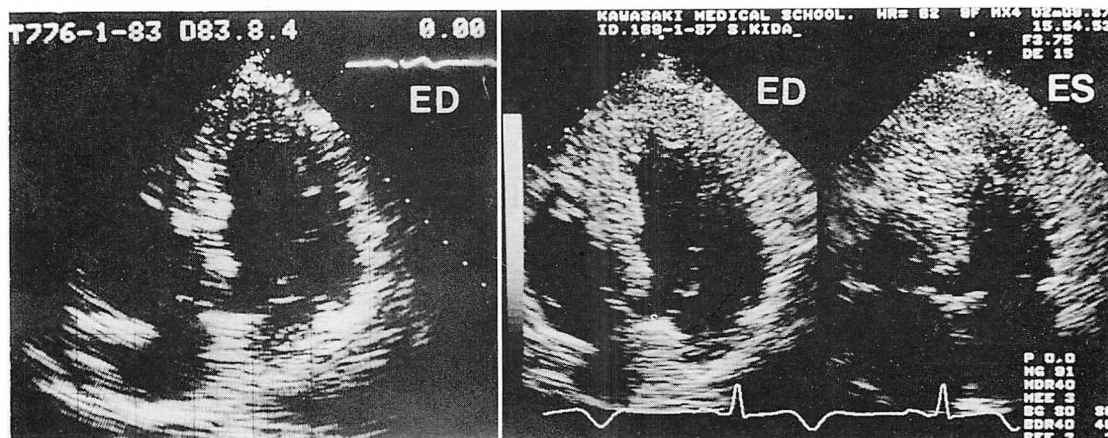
Two-dimensional echocardiograms before (left) and after (right) GNT and NU waves (Case 1).
